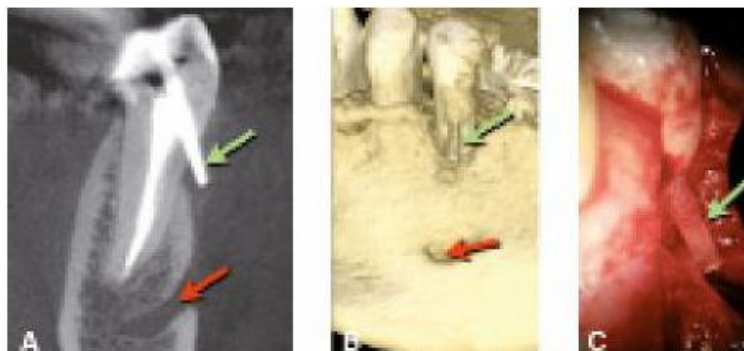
Evaluación de la perforación producida por un perno de fibra y planificación del tratamiento endodóncico quirúrgico. A) CBCT en su corte sagital. B) Reconstrucción volumétrica. C) Cirugía perirradicular correctora. En las imágenes A y B se aprecian el orificio del nervio mentoniano (flecha roja) y el perno de fibra perforante (flecha verde), también en C. (Fuente Canalda C. Brau E. Endodoncia técnicas clínicas y bases científicas. 3ª.ed. Barcelona España. Editorial Elsevier Masson 2014. Pp. 11-25, 98-106.)
